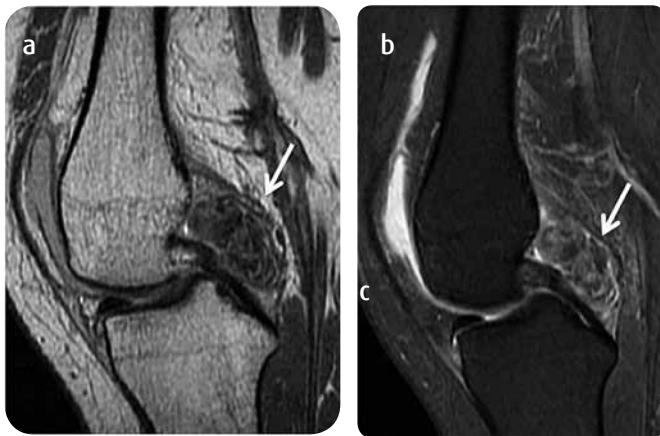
RM de la rodilla derecha. Imágenes sagitales. a) FSE DP (TR: 1067, TE:20). b) FSE DP con saturación grasa (TR: 3500 TE:36). Se observa una masa sólida, heterogénea, intraarticular, bien definida en el aspecto posterior de la región intercondílea, posterior al ligamento cruzado posterior (flechas).
